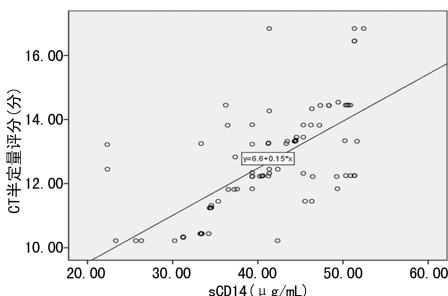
CT半定量评分与sCD14水平的相关性分析
